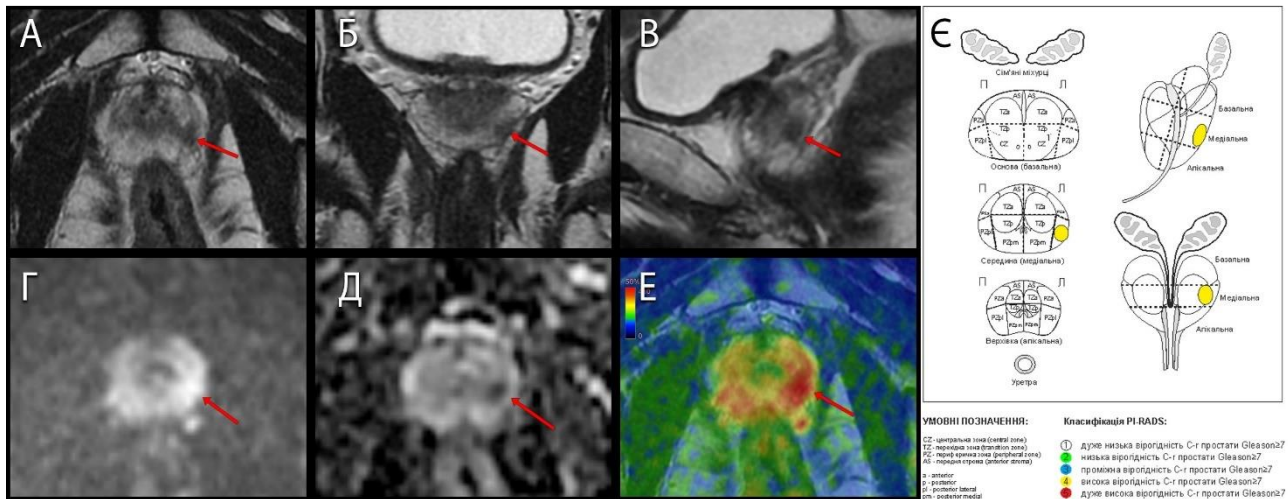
МРТ-ознаки С-г простати, ділянка периферичної зони простати зліва PI-RADS 4 (стрілки) без ознак екстрапростатичного поширення. А: аксіальне T2-ЗЗ; Б: корональне T2-ЗЗ; В: сагітальне T2-ЗЗ; Г: дифузійно-зважене зображення; Д: ВКД-карта; Е: фузія аксіальних T2-ЗЗ та ДЗЗ; Є: секторна карта простати із позначеною ділянкою ураження (жовтим).
